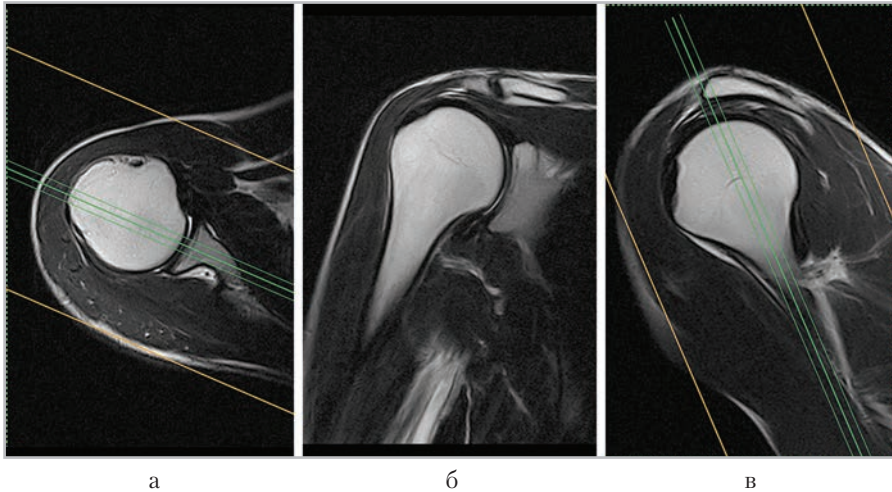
МР-томограммы, полученные для планирования коронарных срезов (б) в аксиальной (а), и сагиттальной (в) плоскостях
